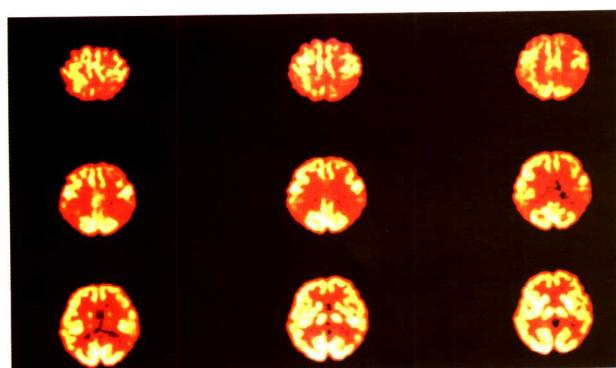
AD 病人<sup>18</sup>F-FDG PET 显像 于大脑皮质
